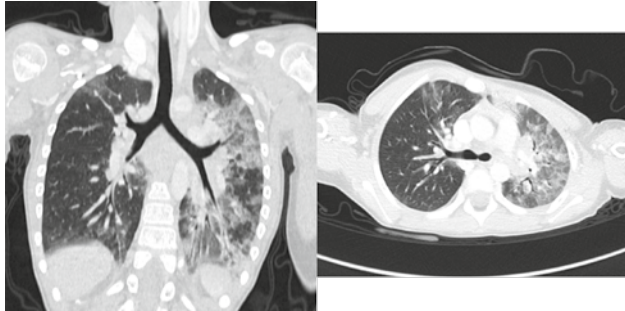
КТ органів грудної клітки № 1 (січень 2016 р.) у поздовжньому (а) та поперечному (б) розрізах
